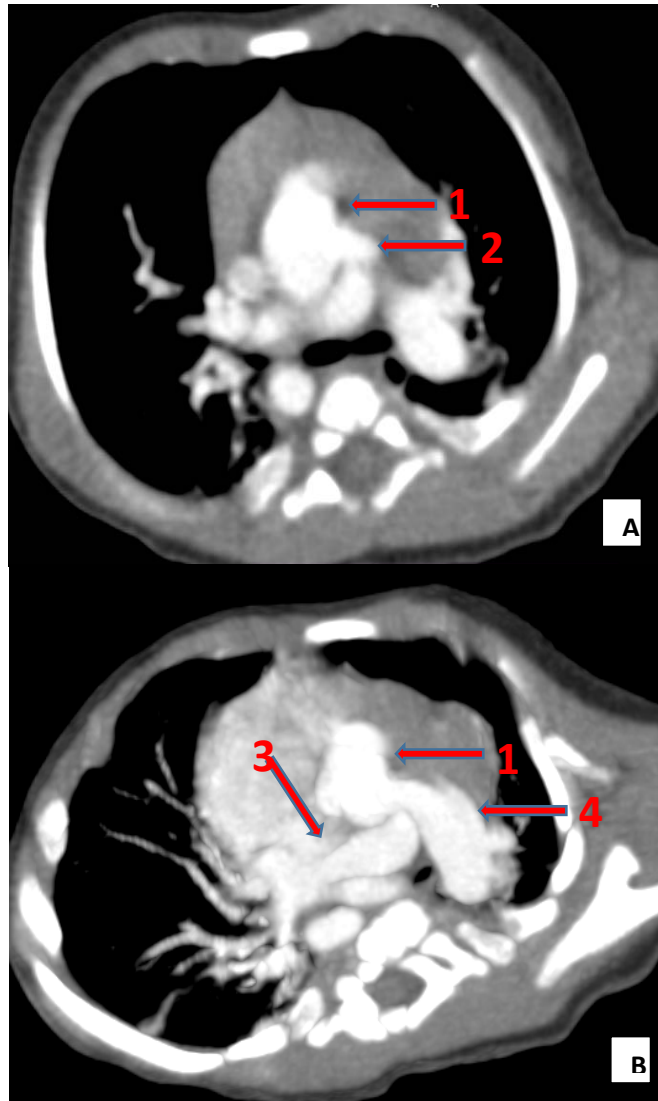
TDM thoracique, en coupe axiale (Image A) : truncus arteriosis TYPE I montrant la sortie du tronc pulmonaire et en coupe axiale perpendiculaire à l'axe de truncus arteriosis TYPE I, en reconstruction MIP (Image B) ,chez un patient de 3 mois (service de radiologie CHU Mohamed VI Marrakech).
